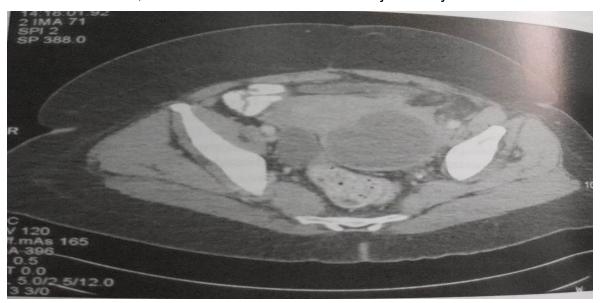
Tomografía computarizada de la pelvis que muestra ED con un absceso. Tomado de Townsend et al. (Colon y recto).
